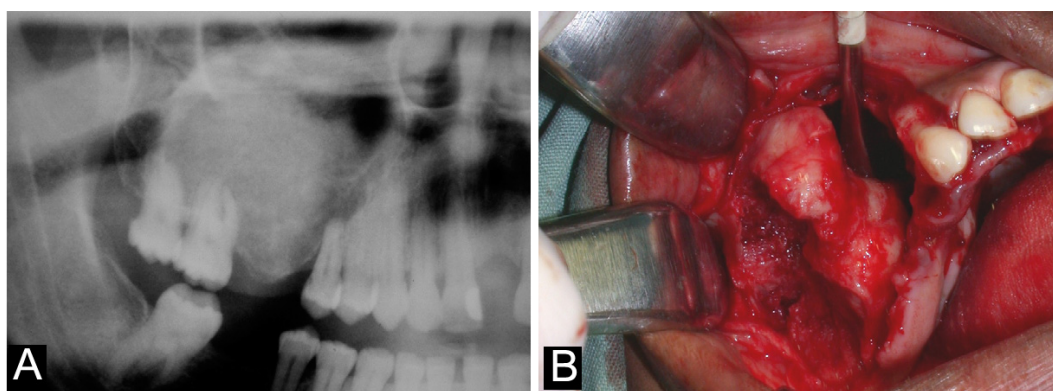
Fibroma ossificante. Recorte de radiografia panorâmica mostrando imagem predominantemente radiopaca, em maxila direita (A). O intraoperatório do mesmo caso, mostrando as margens bem definidas da lesão (B).
